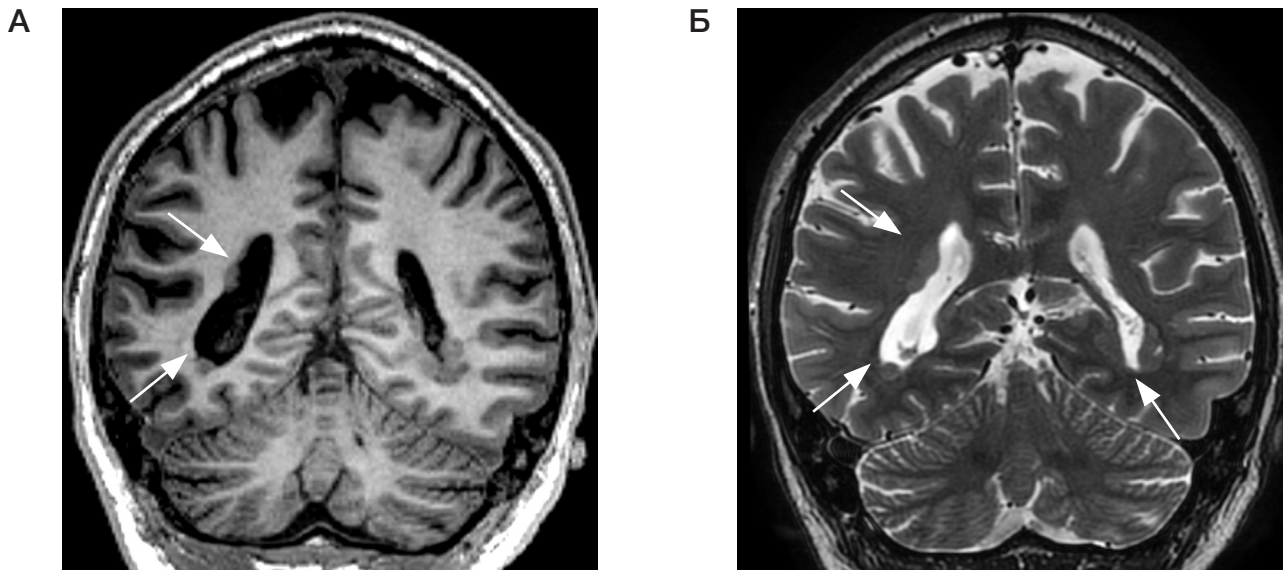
МРТ головного мозга в косо-корональной плоскости: T1- взвешенные изображения (А) и T2-взвешенные изображения (Б). Множественные участки субэпендимальной узловой гетеротопии серого вещества (стрелки)
